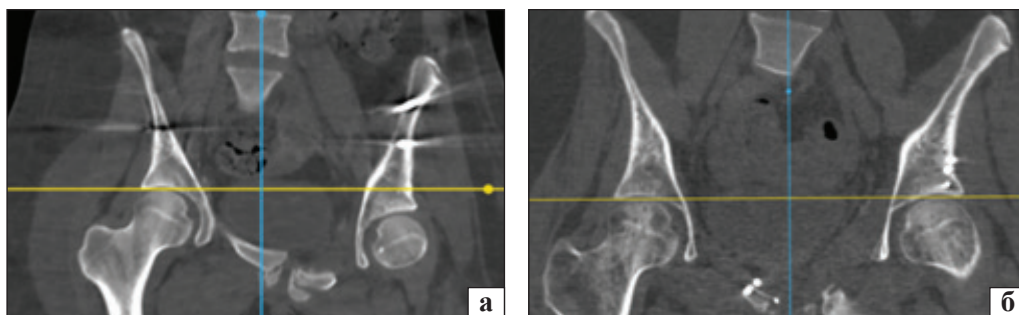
Фронтальні зрізи на рівні середини кульшових суглобів на КТ до (а) і після (б) операції для аналізу відновлення вертикального зміщення
